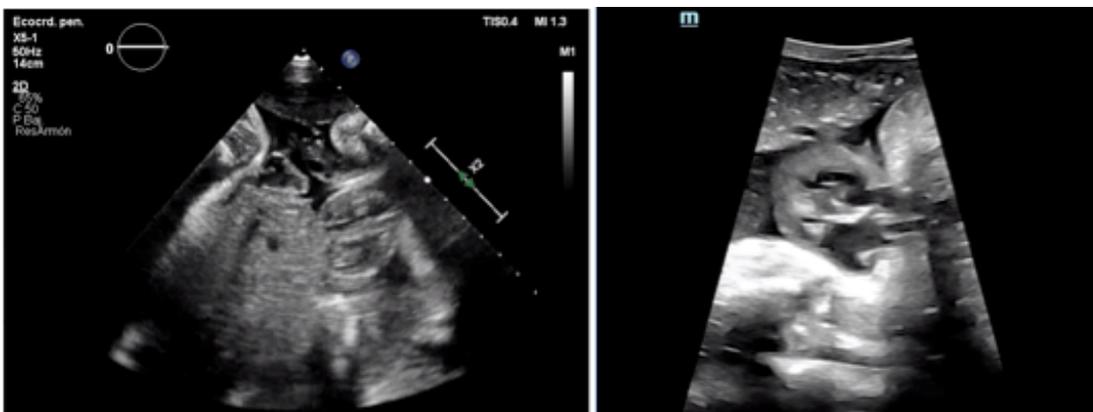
Ecocardiografía fetal que revela que el corazón del feto se encuentra fuera de la cavidad torácica y que presenta anomalía cardíaca
